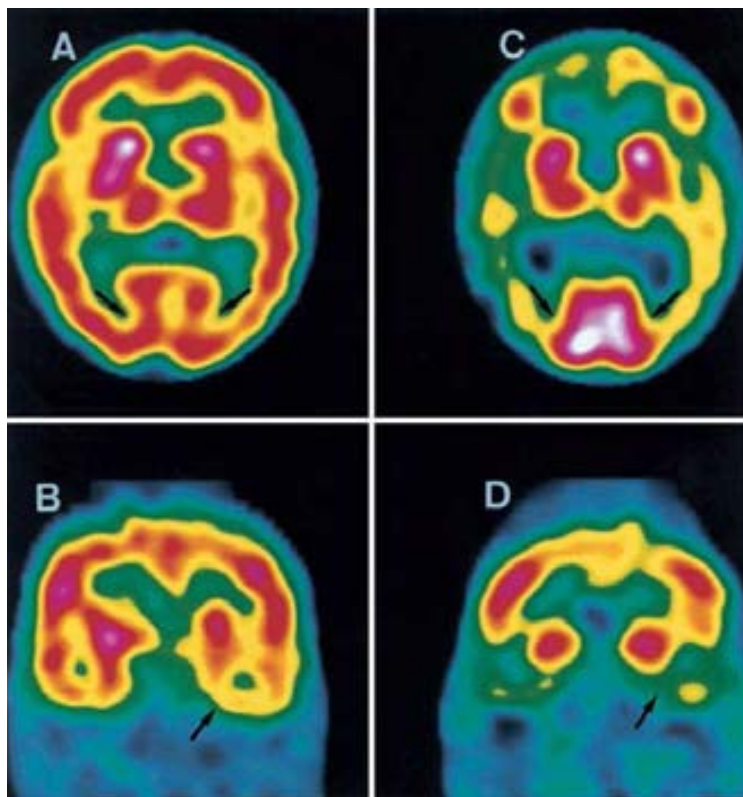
SPECT cerebral de perfusión en pacientes con DCLw (A y B) y con DA (C y D)¹⁷⁵
